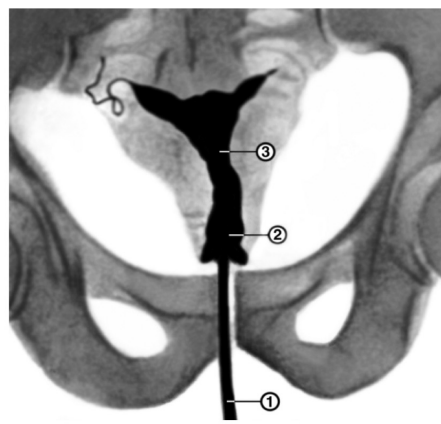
Гістерограма при істміко-цервікальній недостатності: 1 – перешийок матки, 2 – канал шийки матки, 3 – катетер, через який введена рентгеноконтрастна речовина; видно значне розширення перешийка і каналу шийки матки
